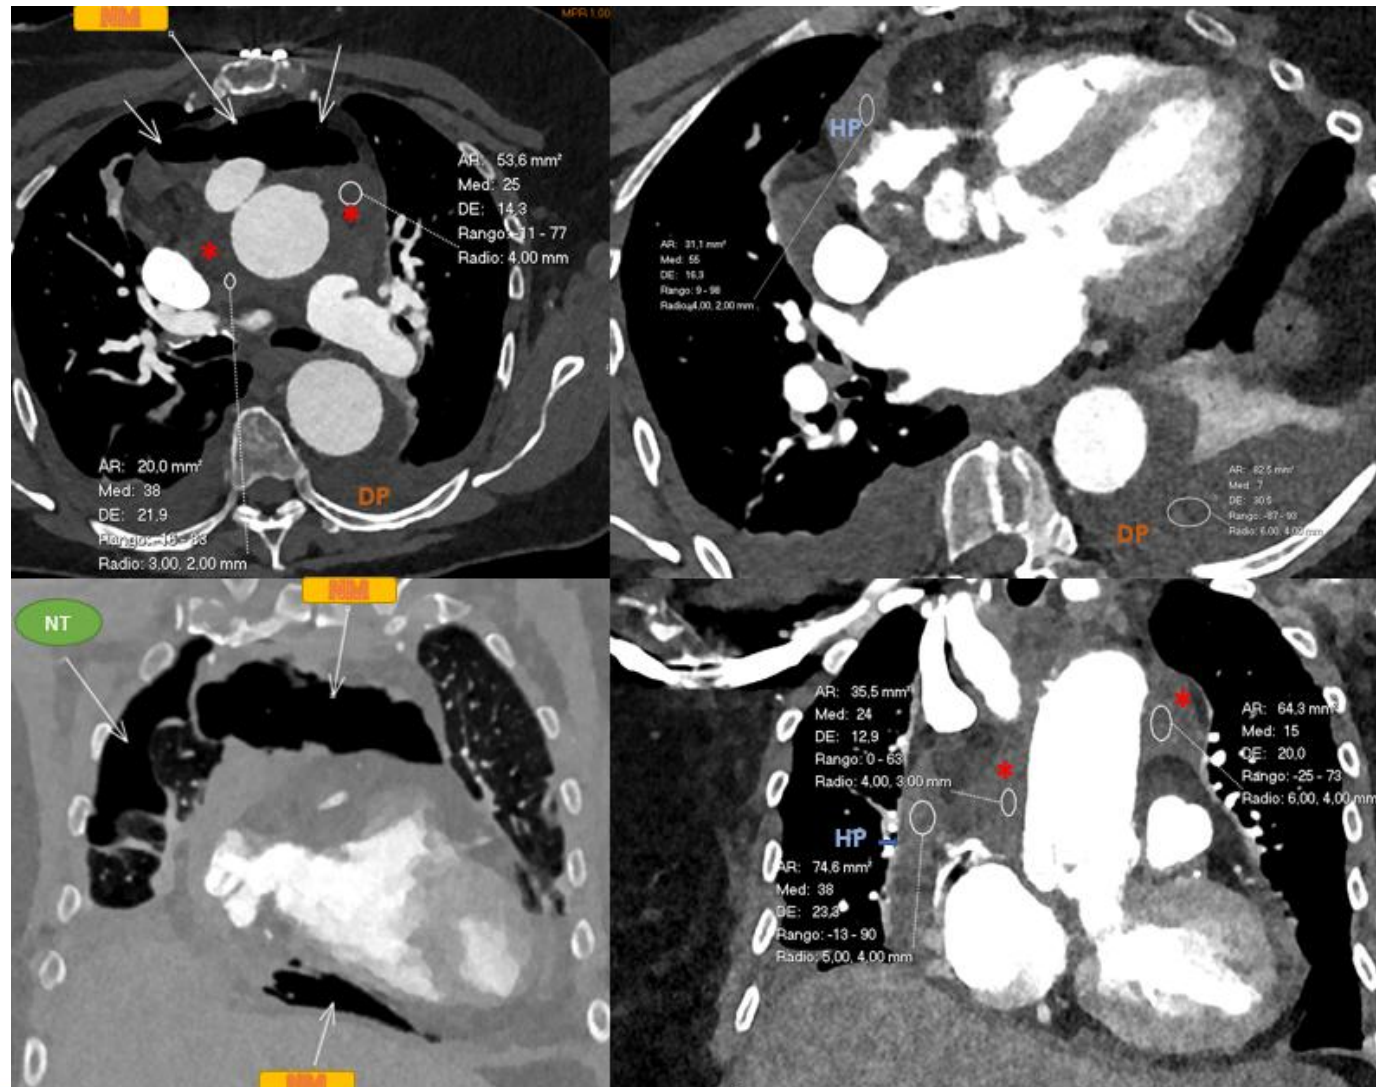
Imágenes de TC (axilares y coronales oblicuos) que muestran hallazgos postquirúrgicos esperables donde se evidencia abundante neumomediastino de predominio anterior (NM) y neumotorax anterior derecho (NT), mas llamativo en ventana de pulmón. Asocia ligero derrame pericárdico con restos hemáticos (HP), serohematoma (*) en mediastino superior que rodea los grandes vasos y derrame pleural bilateral (DP), que condiciona atelectasias pasivas subsegmentarias
